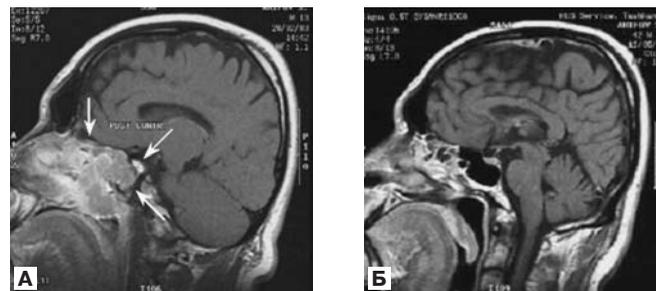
МРТ. А. До лечения. Б. После лечения, подтверждающая полную регрессию опухоли.
